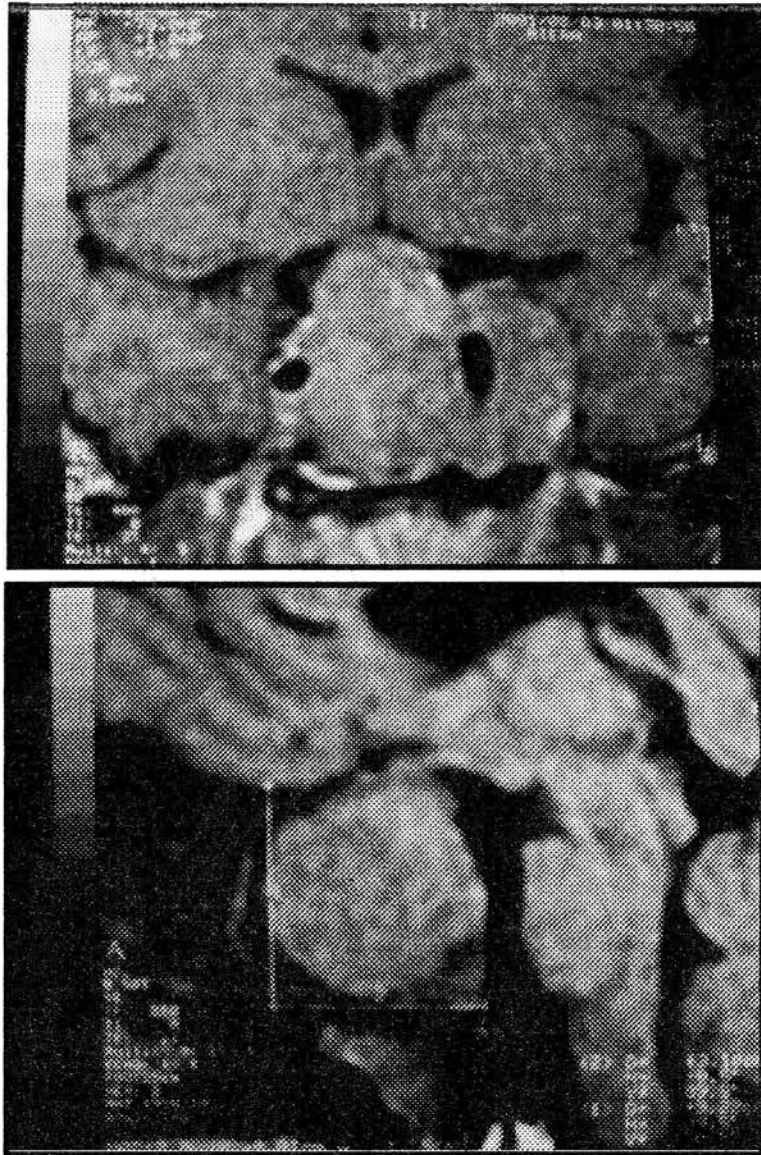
Primera resonancia magnética de la segunda paciente en nuestro hospital.
